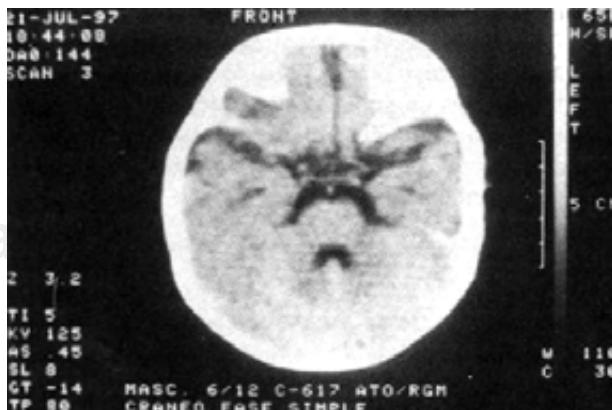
TAC de cráneo del gemelo II en un corte axial, en donde se muestra la cisterna de la base del cuarto ventrículo muy dilatada, cisura interhemisférica muy profunda y la agenesia del cuerpo calloso.
